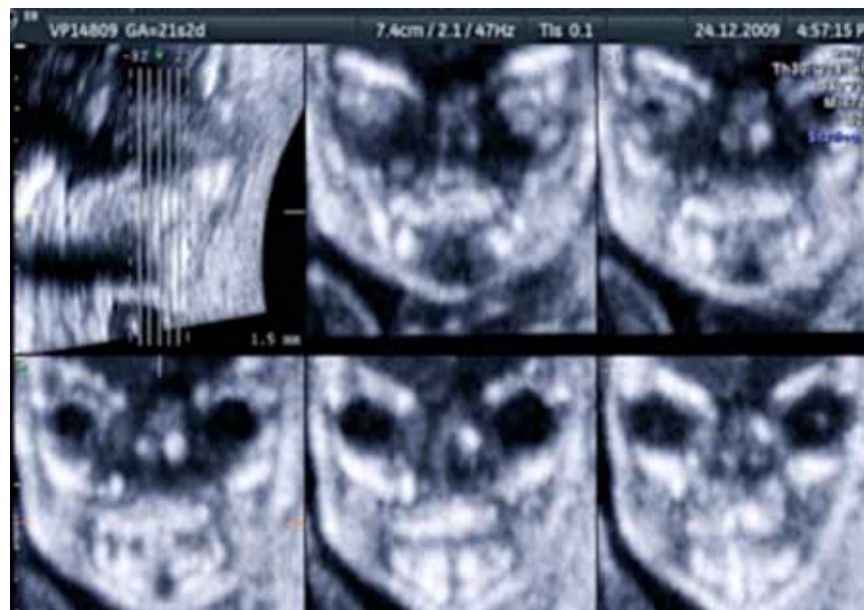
Ecografia fetale normale di orbite, palato, mascella e mandibola in sezione coronale mediante tecnica TUI e Volume Contrast Imaging (VCI).
